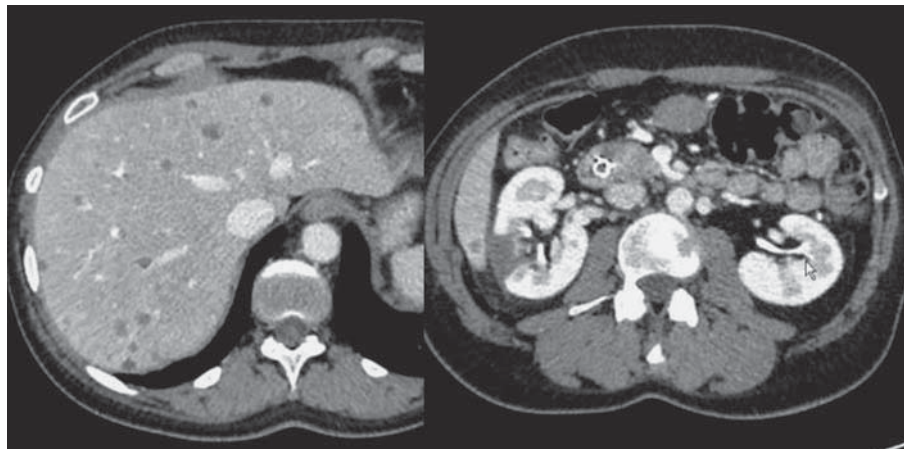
Компьютерная томограмма. Новообразование головки ПЖ. Исследование с болюсным контрастным усилением. Медиальнее металлического стента в панкреатической части общего желчного протока гиподенсная зона опухоли. Множественные гиподенсные (в портально-венозную фазу контрастного усиления) метастазы с гиперконтрастным ободком.
